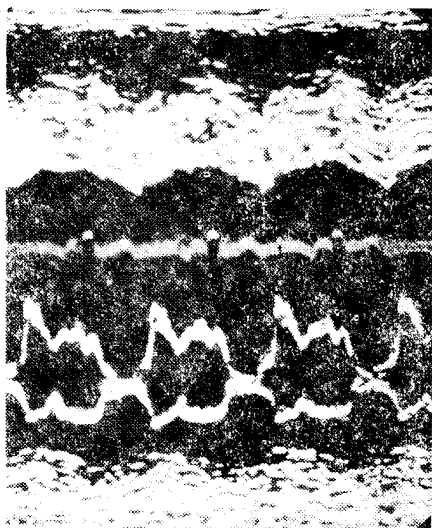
Echocardiogram of case 1, showing left ventricular dilatation, decreased motion of left ventricular posterior wall and asymmetrical septal hypertrophy.
